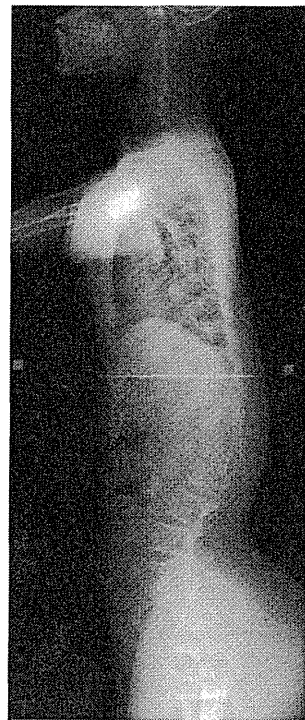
軟骨無形成症による胸腰椎後弯症例のX線側面像。脊柱管狭窄を併発することが多い。
